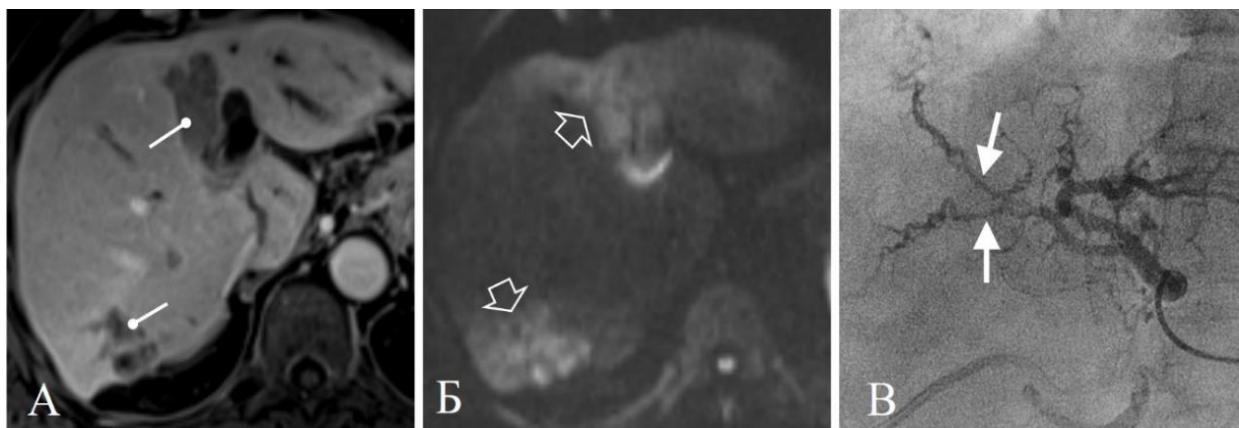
Пациент 74 лет с вторичными новообразованиями при раке восходящей ободочной кишки. МРТ в венозную фазу контрастирования до ТЛЛНМ (А) показывает гиповаскулярный субстрат вдоль желчных протоков (круглые стрелки), с повышенным контрастированием перифокальной паренхимы печени. На ДВИ (Б) зона патологических изменений ограничивает диффузию (объемные
